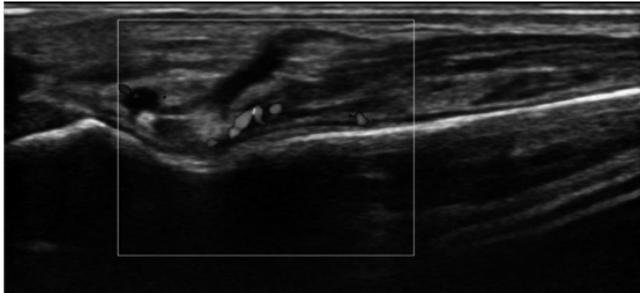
エコー像(カラードプラ)(表紙にカラー写真掲載)
